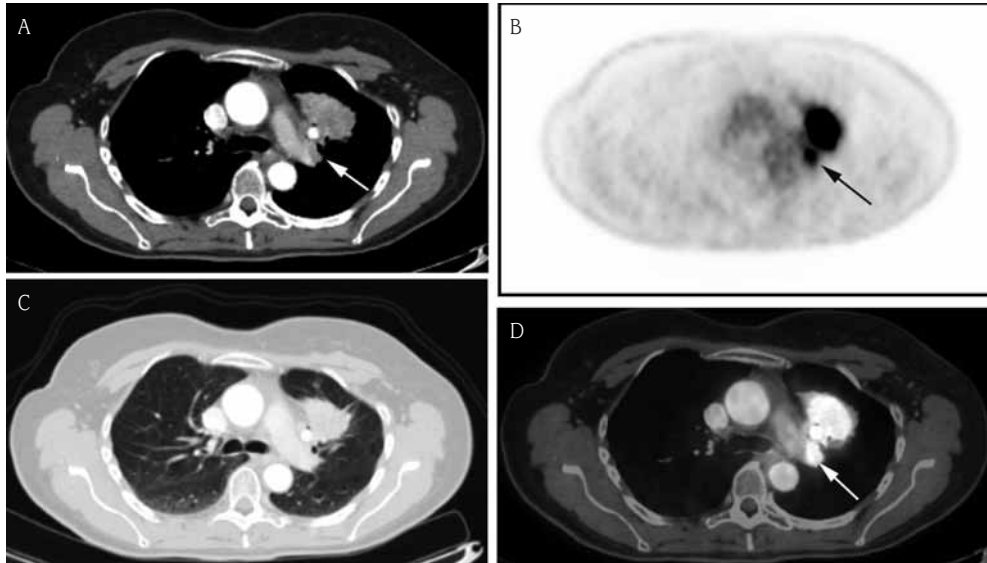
Mujer de 50 años con adenocarcinoma pulmonar. TC axial con contraste con ventana para mediastino (A) y con ventana para pulmón (C). Se identifica una masa en el lóbulo superior izquierdo de 5,5 cm de diámetro con probable invasión de la pleura mediastínica y adenopatías hiliares homolaterales (flecha). En las imágenes de PET axiales (B) y de fusión PET-TC (D) se observa una intensa fijación de ^{18}F -FDG en la masa y en las adenopatías (flechas) (ver en color en págs. finales).
